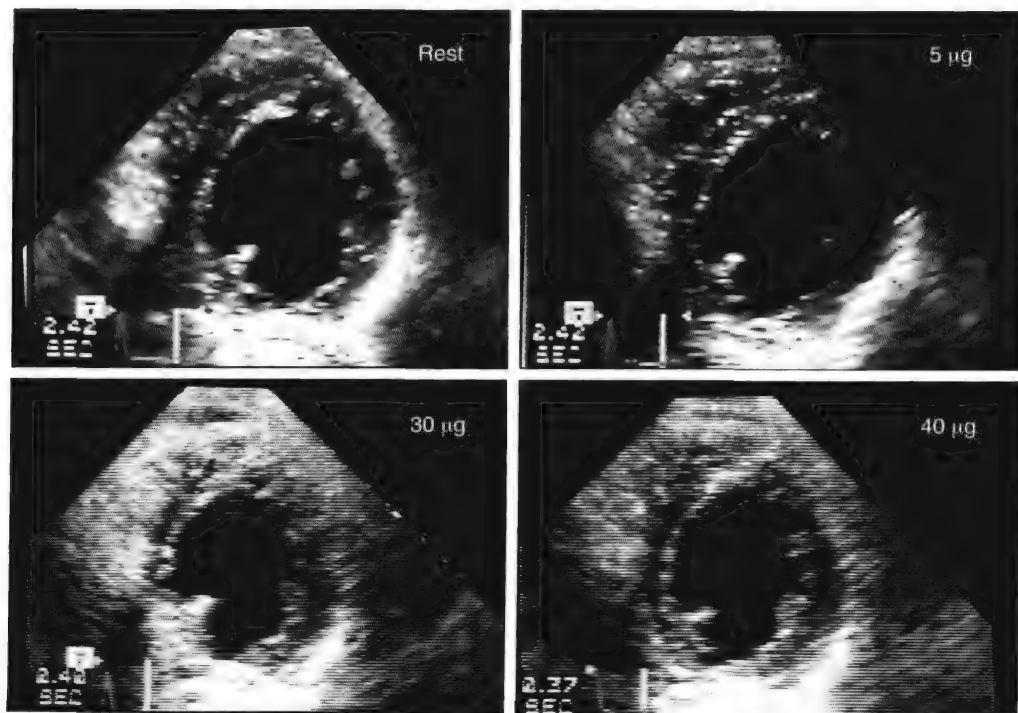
多巴酚丁胺负荷超声心动图的双相反应: 低剂量时 [$5 \mu\text{g}/(\text{kg} \cdot \text{min})$] 下壁节段心肌收缩性增强, 但在高剂量时 [$30 \sim 40 \mu\text{g}/(\text{kg} \cdot \text{min})$] 相同区域则表现为矛盾运动, 这分别提示了局部存在心肌存活和心肌缺血。
